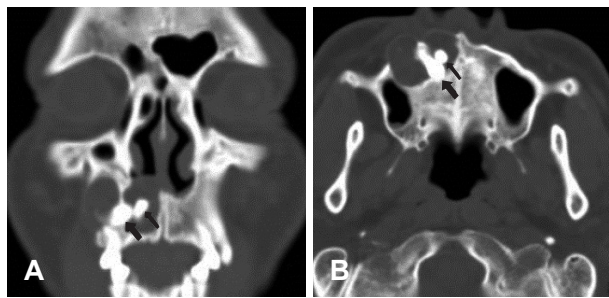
Coronal (A) and axial (B) computed tomography scans of the present case. A large cystic mass containing two teeth (arrows) is seen in the maxilla. The cyst is separated by the lateral-placed tooth (thick arrow).
